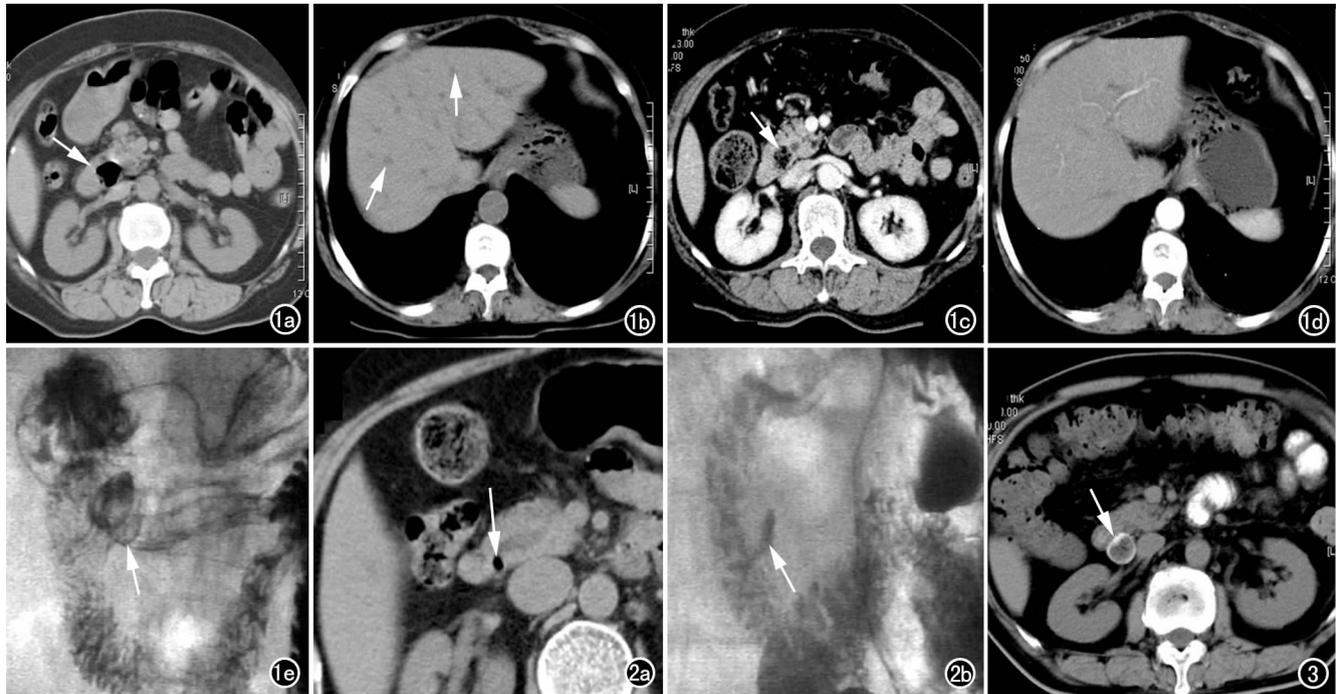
a) CT平扫,示胰头右后方类圆形含气囊袋影(箭),并压迫胆总管下段;b) CT平扫,示肝内胆管扩张(箭);c) 经抗生素治疗后次日CT增强,示憩室壁轻度强化,憩室内食物残渣影(箭);d) 次日CT增强,示肝内外胆管扩张消失;e) 胃十二指肠造影示十二指肠降段内侧菌伞状带蒂憩室(箭)。图2 a) CT示胰头右后方类圆形气体影(箭),直径小于1.0 cm;b) 胃十二指肠造影示十二指肠降段内侧条状带蒂憩室(箭)。图3 口服阳性对比剂后CT平扫示胰头右后方囊袋状影,内见食物残渣影填充,阳性对比剂进入憩室腔内(箭)。
